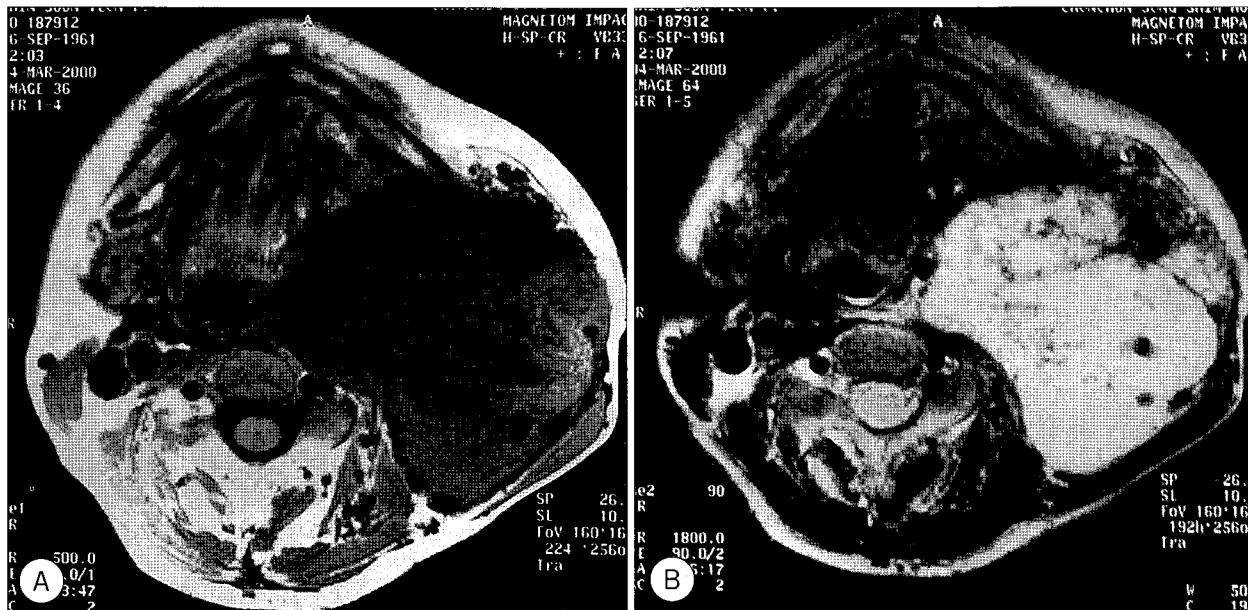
T1 with gadolinium contrast(A)/T2(B) weighted axial MRI. A strong contrast-enhancing a 10×8×6cm sized, large soft tissue mass is revealed.
